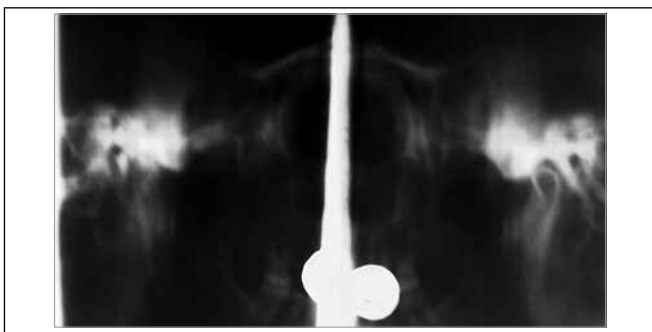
Томограмма височно-нижнечелюстных суставов пациента Т., 49 лет, до лечения
